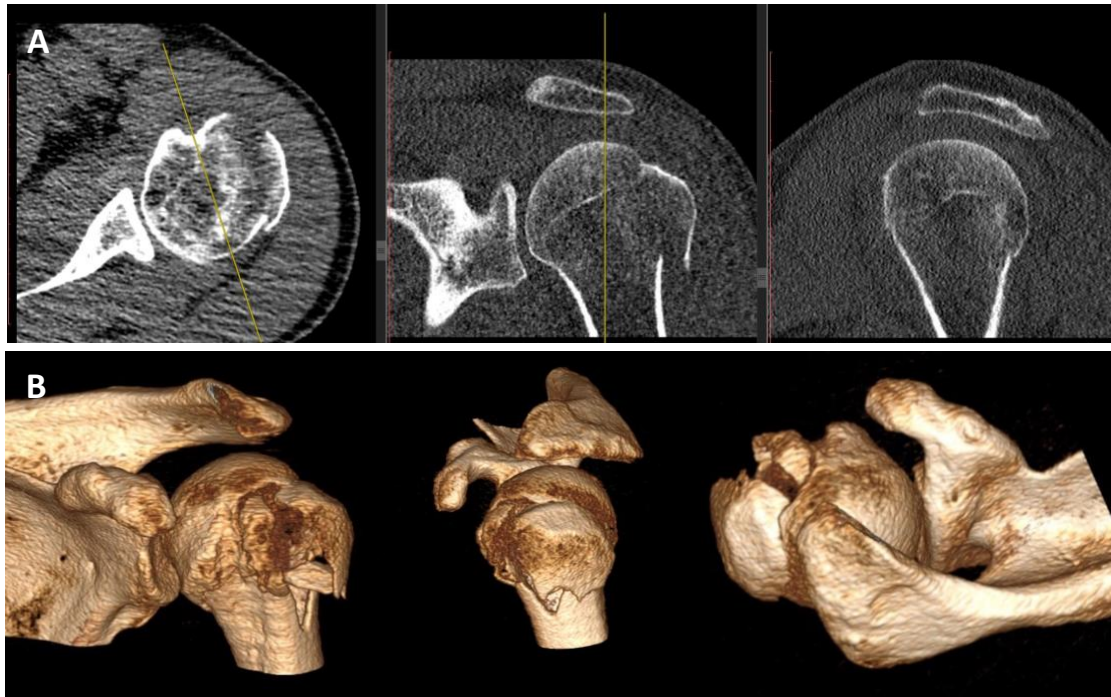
Imatge mèdica en l'húmer proximal, (A) TC en 3 eixos Axial Coronal i Sagital, (B) Renderitzat 3D.
